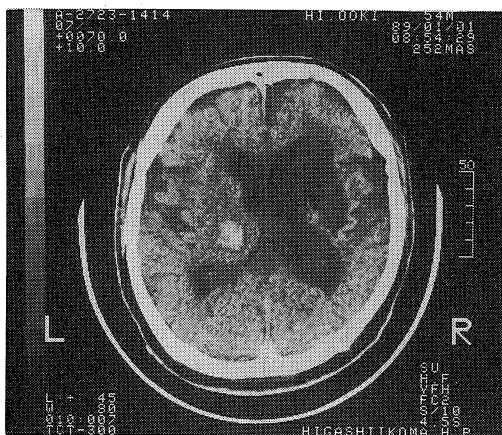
Brain CT shows small high density area in left thalamus and large irregular low density area in right putamen and unilateral markedly dilated ventricles.
